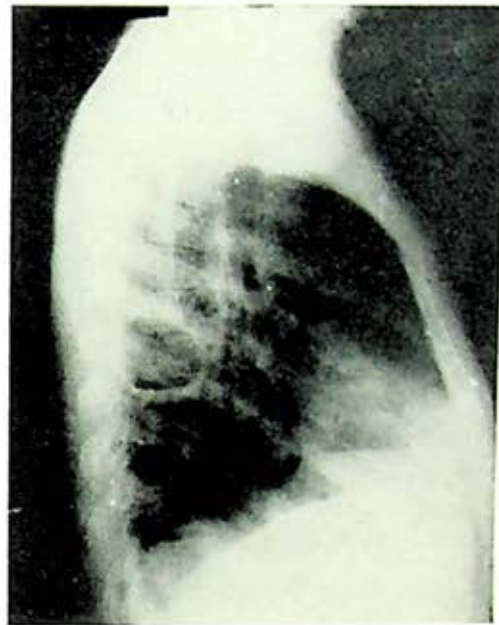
Caso 10.—Radiografía lateral derecha del mismo caso. El neumoperitoneo disminuyó la lesión sin lograr cerrarla.
